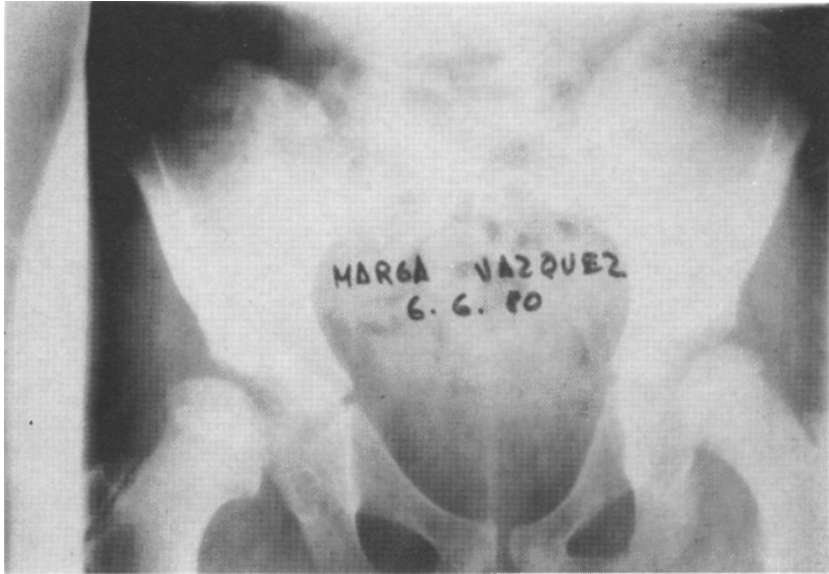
a.— Radiografía preparatoria de un paciente de 8 años de edad, en que se indicó una osteotomía de Salter al presentar coxa valga subluxante derecha como secuela de luxación congénita de cadera.
